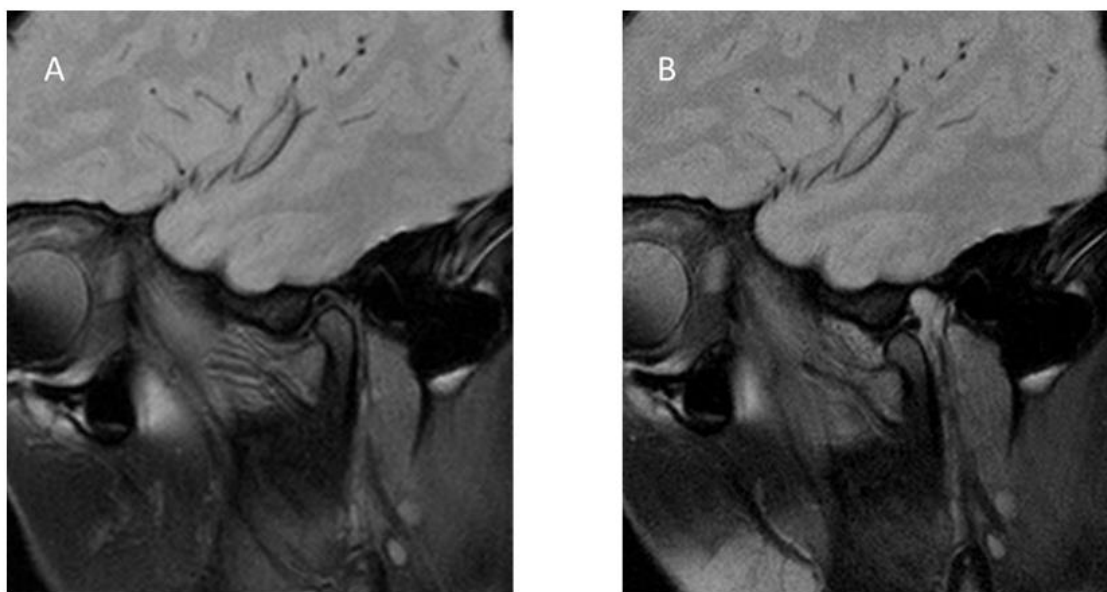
RM de ATM (secuencia T1). A: relación cóndilo-disco-fosa en boca cerrada. B: máxima apertura oral. El cóndilo se traslada hacia la región anterior y el disco se interpone entre cóndilo y eminencia (44).
